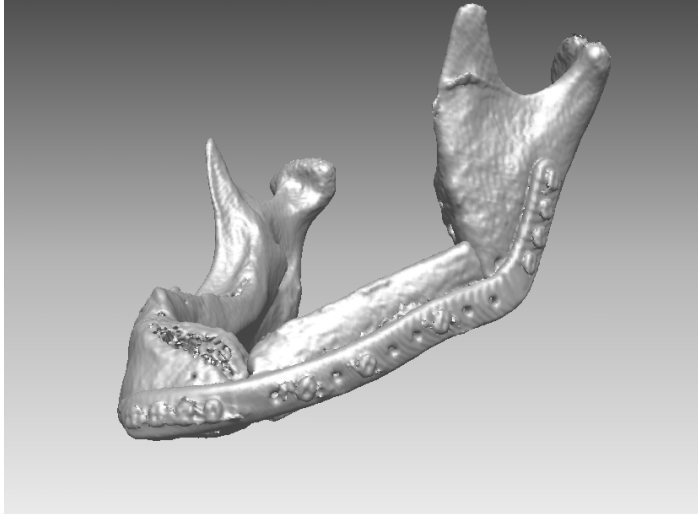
TC di controllo postoperatorio
